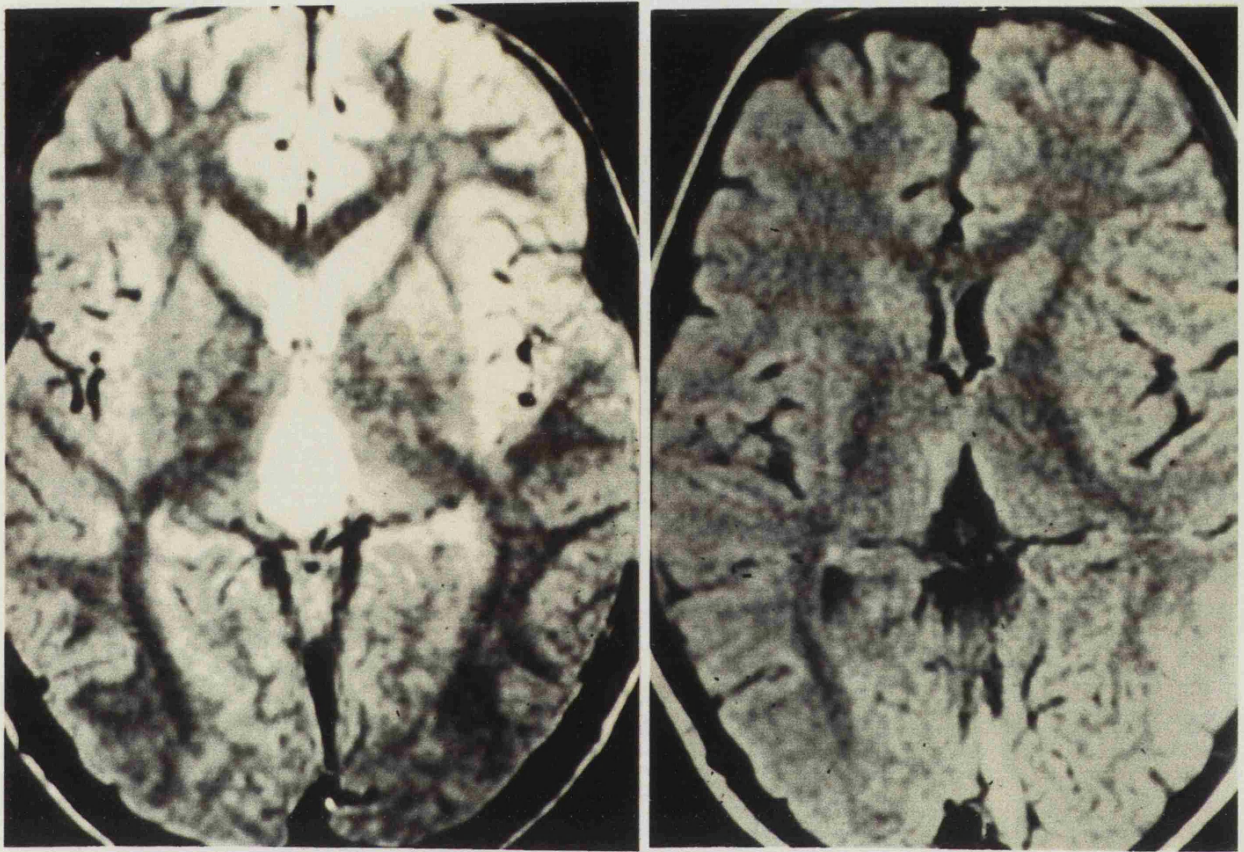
Imágenes de RM, antes y después de la extirpación de un pineocitoma.
